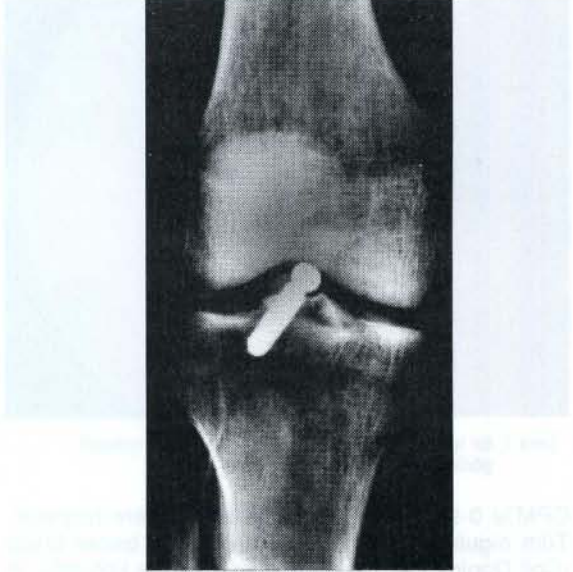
Aynı olgunun artroskopik cerrahi sonrası yan grafisi
